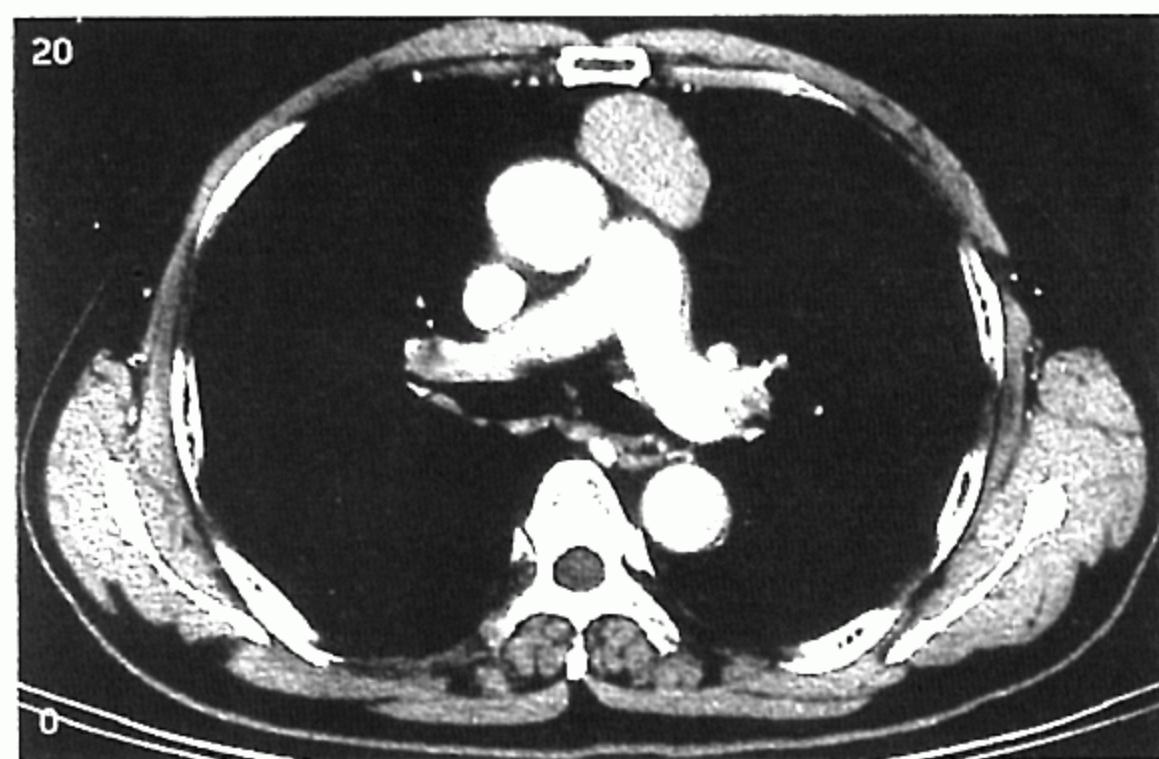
Chest CT scanning: Homogeneous soft-tissue mass in anterior mediastinum.
